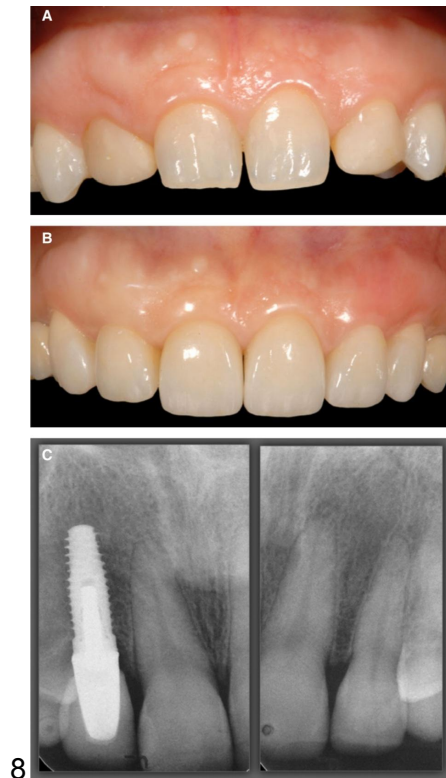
(A–C) Comparación inicial y clínica a los 5 años hacer un seguimiento. El tejido periimplantario parece estable alrededor del diente # 12, y los dientes # 11, # 21 y # 22 ahora están de acuerdo con pautas de estética dental y el periapical final. radiografía.
